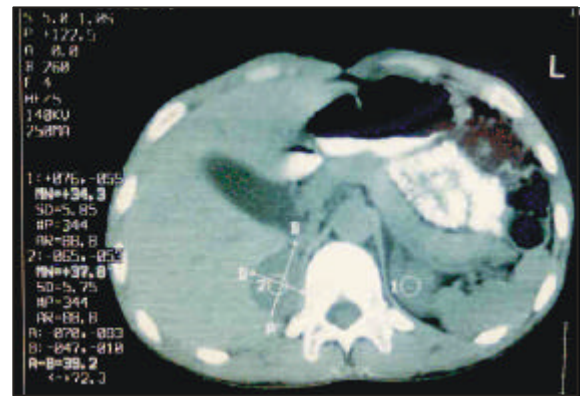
Tomografía suprarrenal, nótese tumoración nodular suprarrenal derecha.
